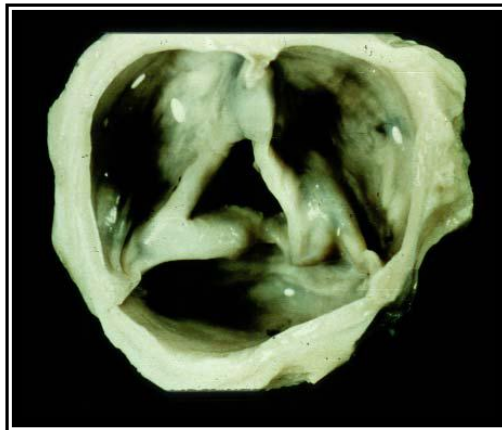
Pièce anatomique d'un RA rhumatismal (D'après Echocardiographie clinique de l'adulte - vol.1 - J-L. Monin)
